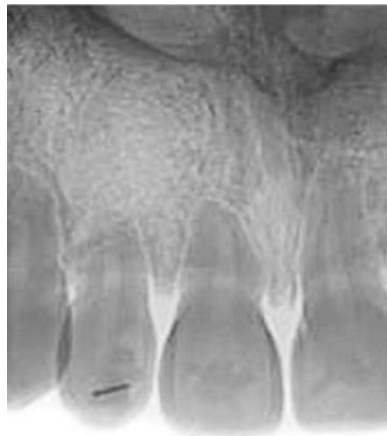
Radiografia periapical dos incisivos superiores direitos (adaptado de Rey, Martinez & Gamboa 2015).
